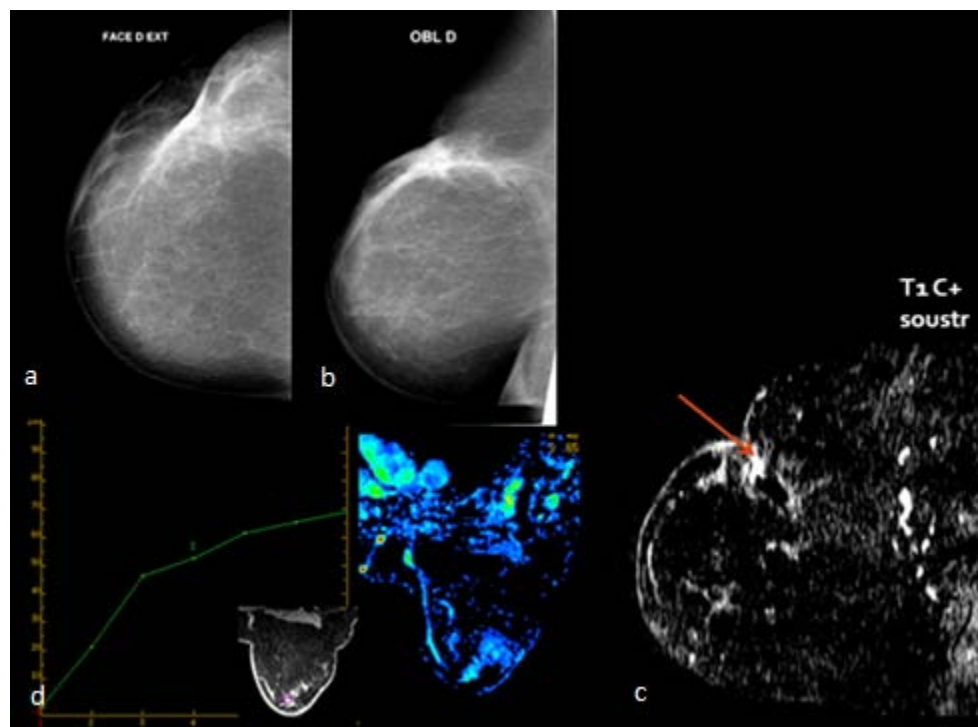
Femme de 52 ans, traitement conservateur de tumeur du sein droit. Mammographie en incidence de face(a) et oblique(b) : Suspicion de récurrence, devant un aspect persistant de lésion spiculée du QSE du sein droit. IRM mammaire en pondération T1 après injection de gadolinium en soustraction (c) et courbe de rehaussement (d) : Rehaussement sans masse (RSM) sur le site de tumorectomie (flèche) avec une courbe de rehaussement type 2 en plateau. Anapath : Récurrence de CCI.
